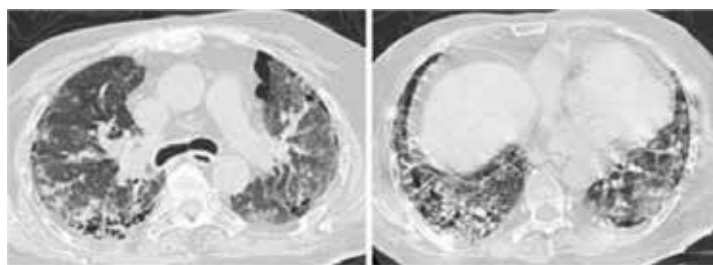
同一肺纤维化患者急性加重时的肺 CT 表现
